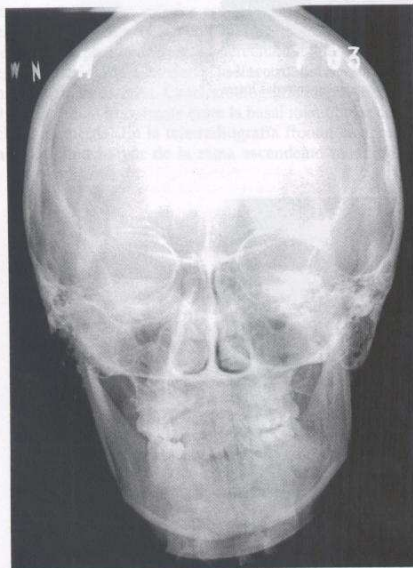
Telerradiografía frontal. La rama ascendente del lado derecho es notablemente mayor que su contralateral.
